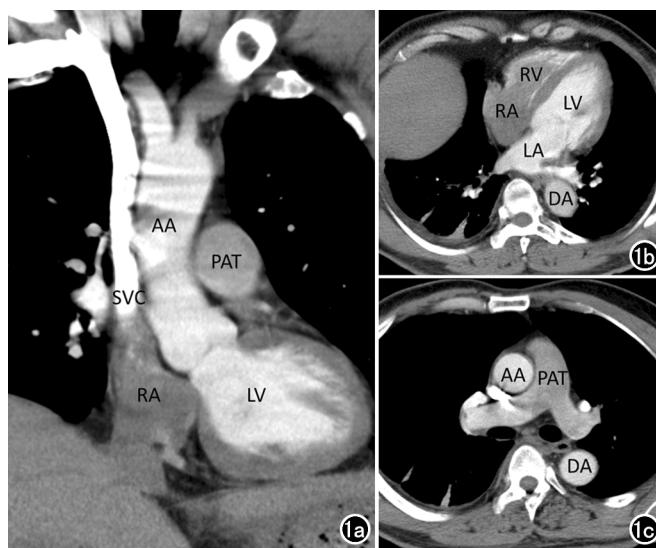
男, 52 岁, “深吸气后屏气”状态下 CTPA 扫描。a) 冠状面, 上腔静脉(SVC)对比剂回流量少, 右心房(RA)内大量无强化下腔静脉血回流; b) 横轴面, 右心房(RA)、右心室(RV)强化不佳, 左心房(LA)及左心室(LV)强化明显优于右房室; c) 横轴面, 肺动脉干(PAT)CT 值 143HU, 强化程度低于升主动脉(AA)及降主动脉(DA)。
